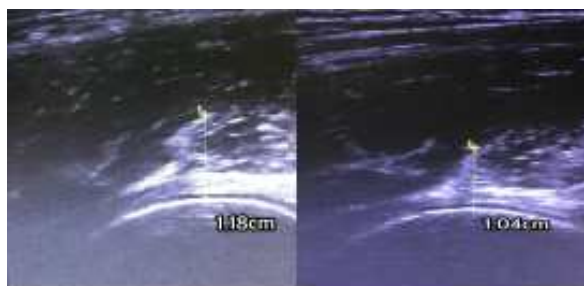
Ultrasonography measurement of psoas major muscle thickness.
